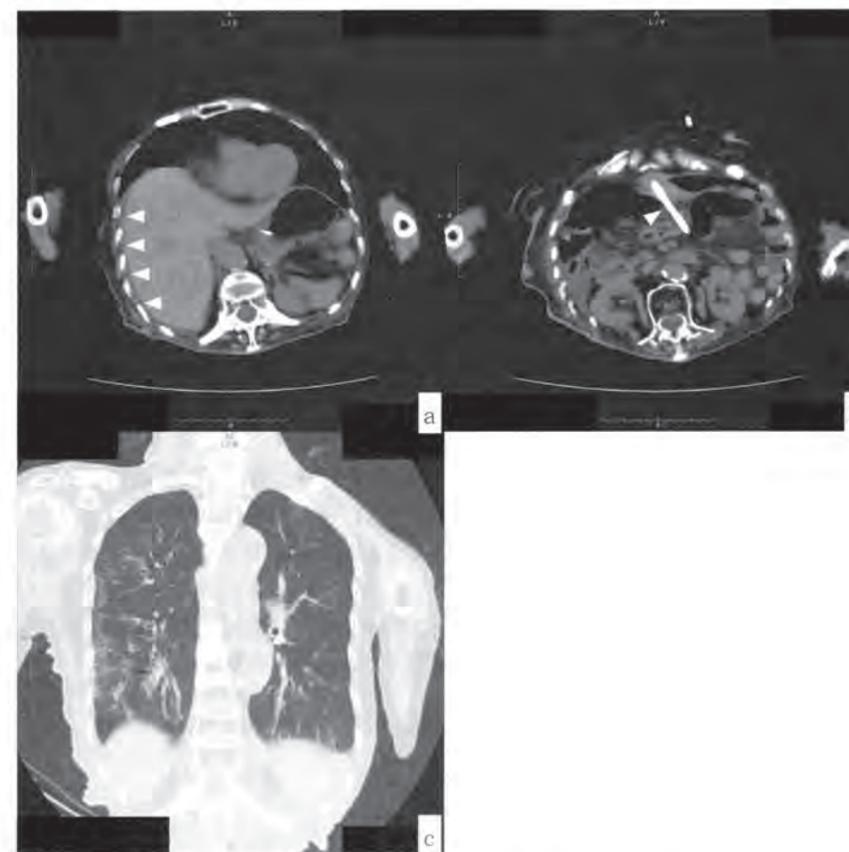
来院時胸部CT：a 腹部単純横断面：肝表面に少量の腹水（白矢頭）を認めるが、腹腔内遊離ガスはごく少量であった。b 腹部単純横断面（aより尾側）：瘻孔を介してネラトンチューブ（白矢頭）が腹腔内に留置されていた。c 胸部冠状断（肺野条件）：右上葉および中葉にすりガラス状陰影を認めた。
